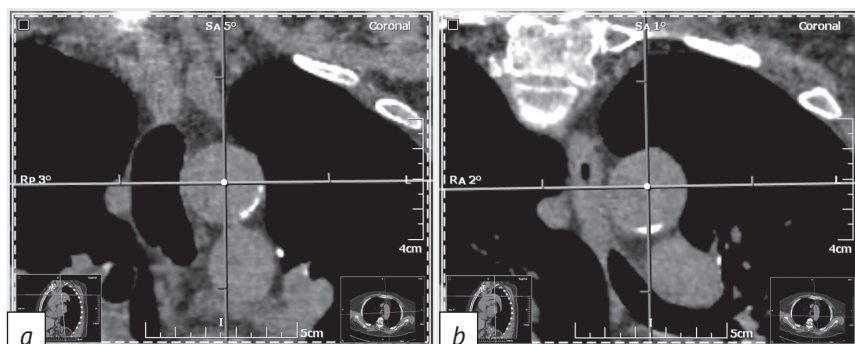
Пациентка 75 лет (3-я возрастная группа). Изменения в III части дуги аорты (фрагменты компьютерной томограммы – реконструированные изображения поперечного сечения дуги аорты):
